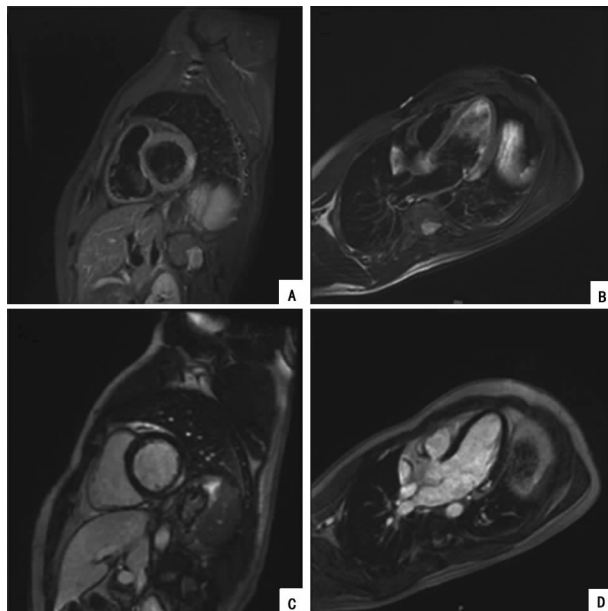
心脏 MRI 扫描结果[心脏短轴(A)、长轴(B)显示心腔下外壁高信号,提示水肿;心脏短轴(C)、长轴(D)显示心肌中壁、下外壁高信号,提示心肌纤维化]
